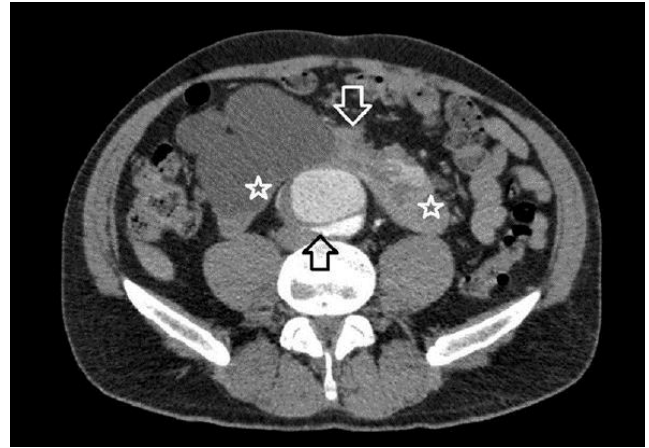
Axial contrast-enhanced CT images showing a horseshoe configuration of kidneys (white stars on right and left sides and white arrow of horseshoe kidney,) with ruptured aorta aneurysm (black arrow)
